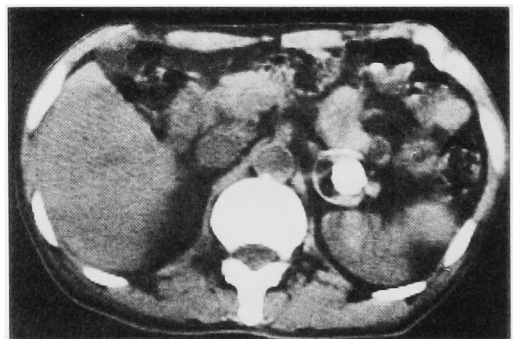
CT: 左副腎部に約 3 cm の腫瘤とその中心部および周辺に石灰化を認める.
